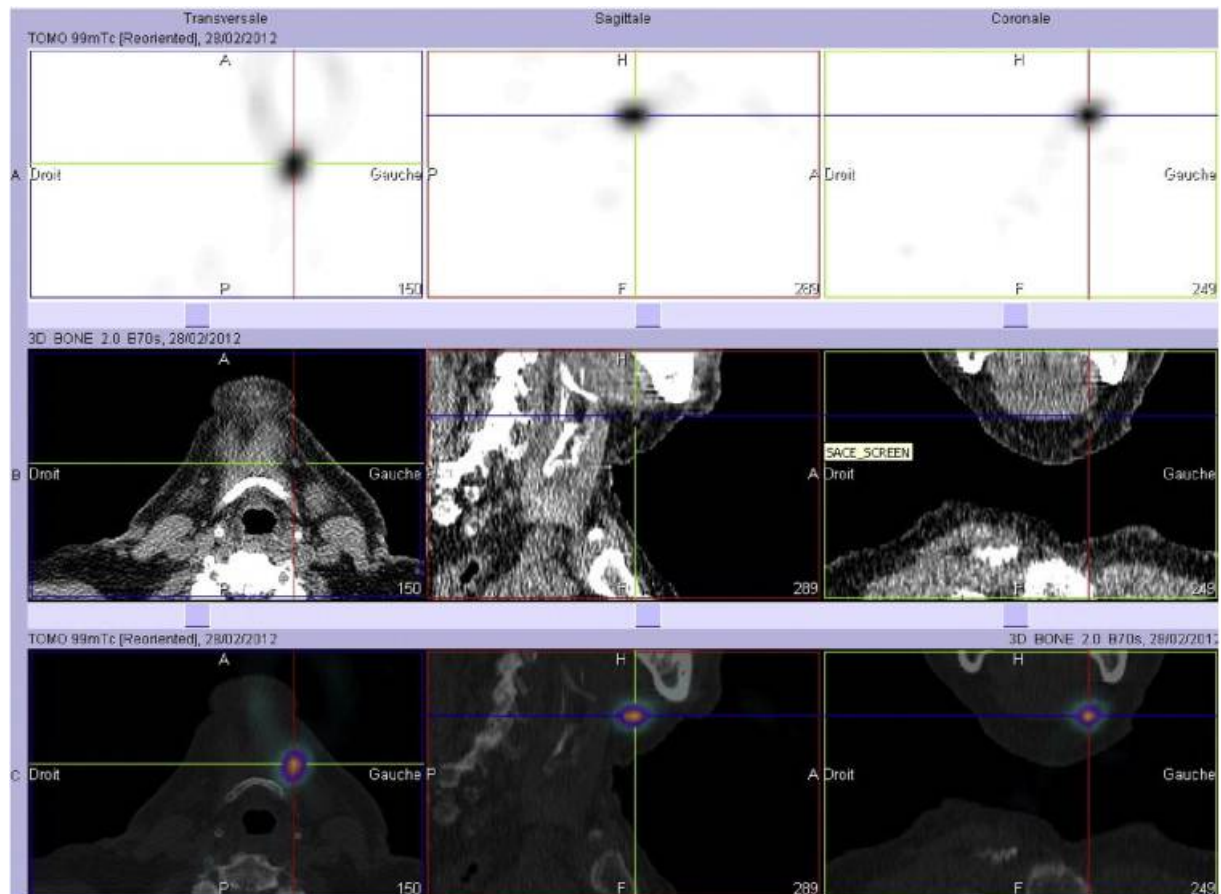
Lymphoscintigraphie associée au scanner 3D pour la localisation anatomique des ganglions sentinelles. A : 99mTc lymphoscintigraphie.B : Scanner 3D .C : Fusion des images de scanner et lymphoscintigraphie [63].
